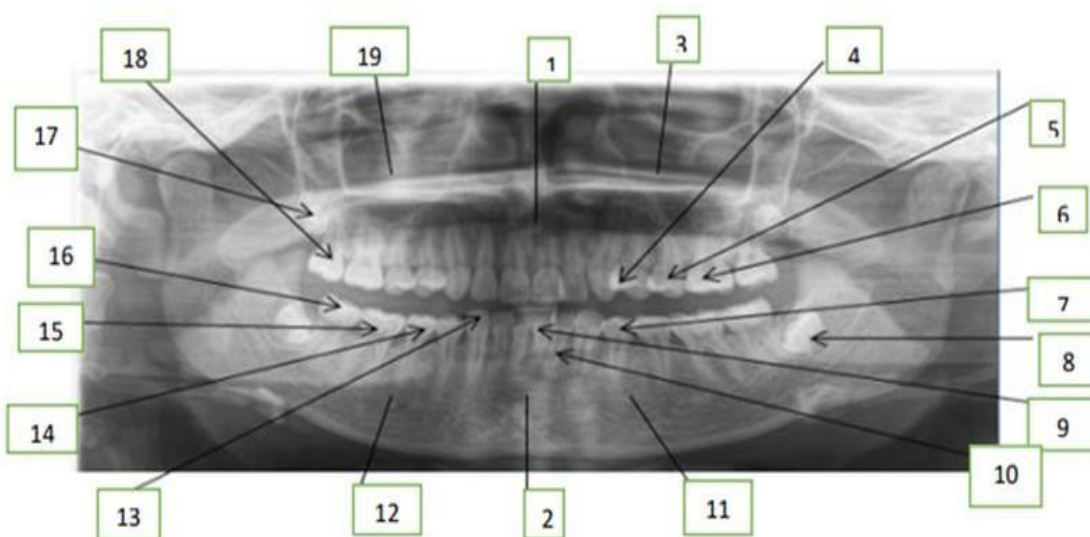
Radiografía panorámica dental. (2021). Campus virtual UNAD
